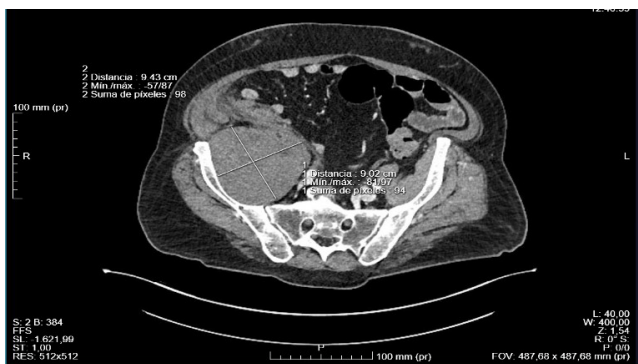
Corte axial tomografía computerizada en el que se observa hematoma en músculo iliaco derecho
